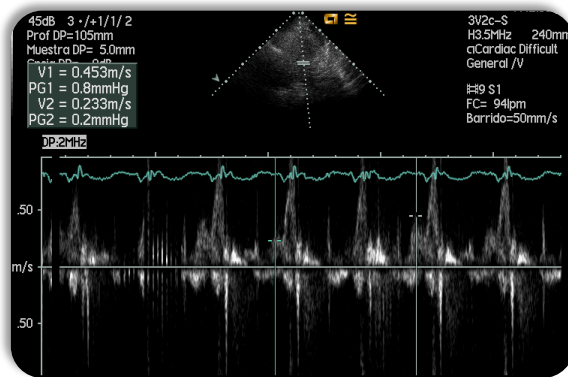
Con doppler pulsado se observa importante variabilidad indicativo de taponamiento cardiaco. Junto con las de abajo son imágenes de ETT, reproducidas con el permiso del Dr. Ruiz Bailén.
